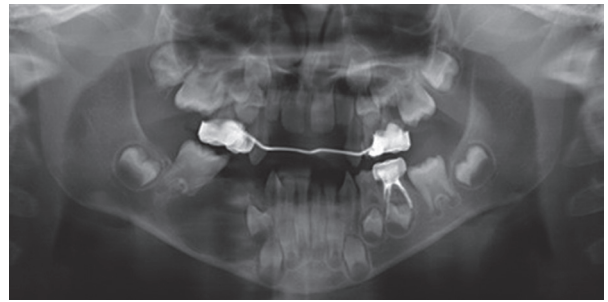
Radiographically the success of the treatment was confirmed.
